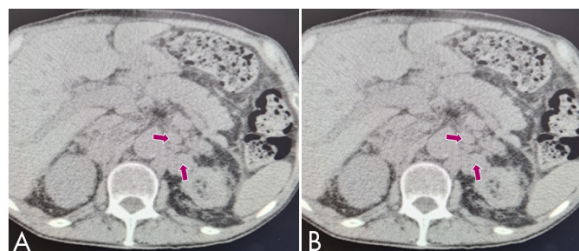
Tomografia de abdome e pelve: A) linfonodomegalia na cadeia para-aórtica esquerda; B) linfonodomegalia na cadeia interaortocaval.
